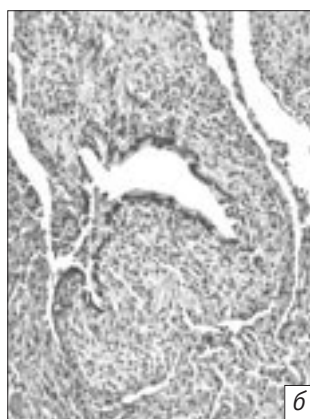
ЭАА, острое течение. Рентгеноморфологические признаки бронхиолита:
